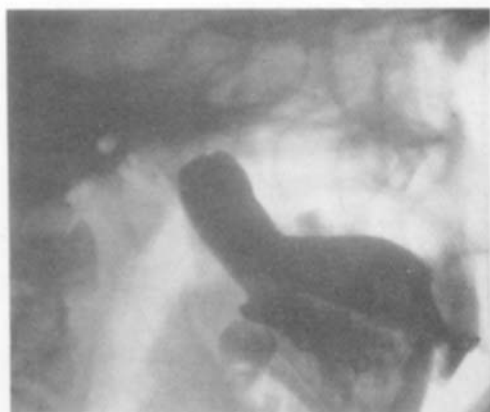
Meatus-Obturator in situ, seitliche Röntgenaufnahme.
